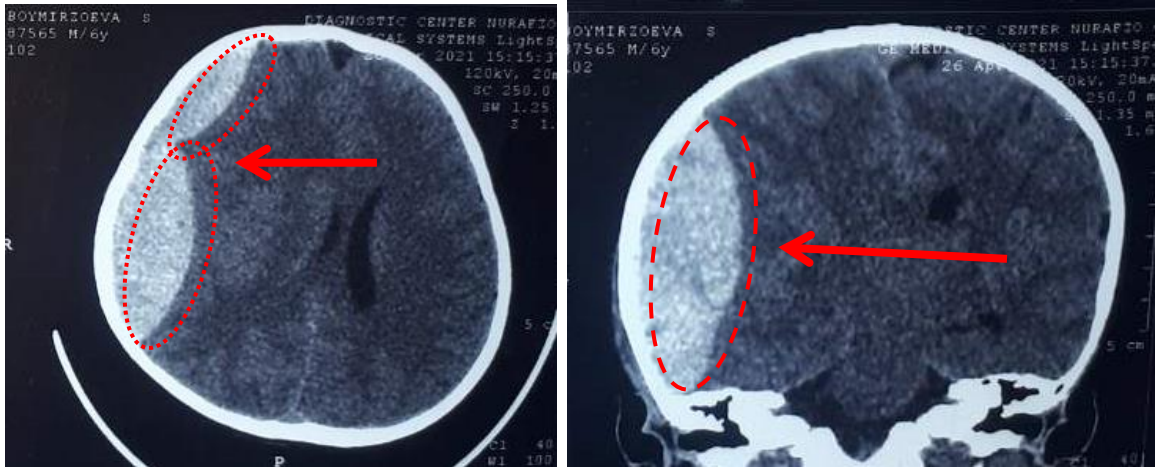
А - МСКТ. Сочетанная кранио-абдоминальная травма. ЧМТ. Огромная гематома лобно-теменно-височной области (до операции).
